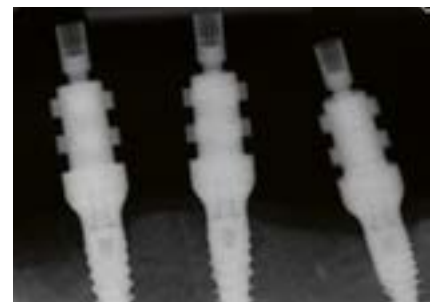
Periapikale Röntgenaufnahme zur Überprüfung des korrekten Sitzes der einzelnen Teile auf der rechten Seite
